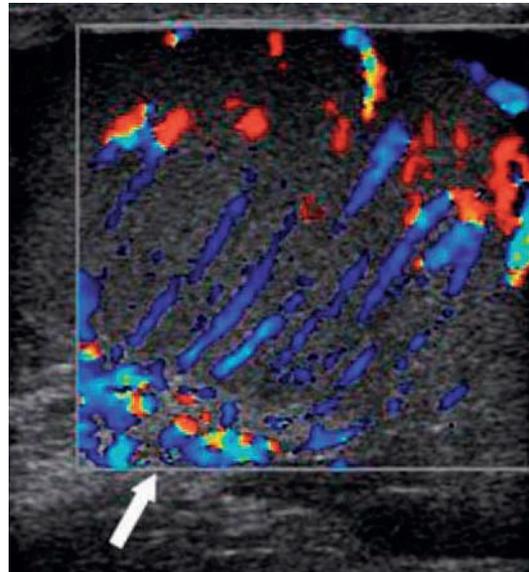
Eco-color-Doppler. È documentata la ricca vascolarizzazione del testicolo con distribuzione a ventaglio. La freccia indica il mediastinum testis
